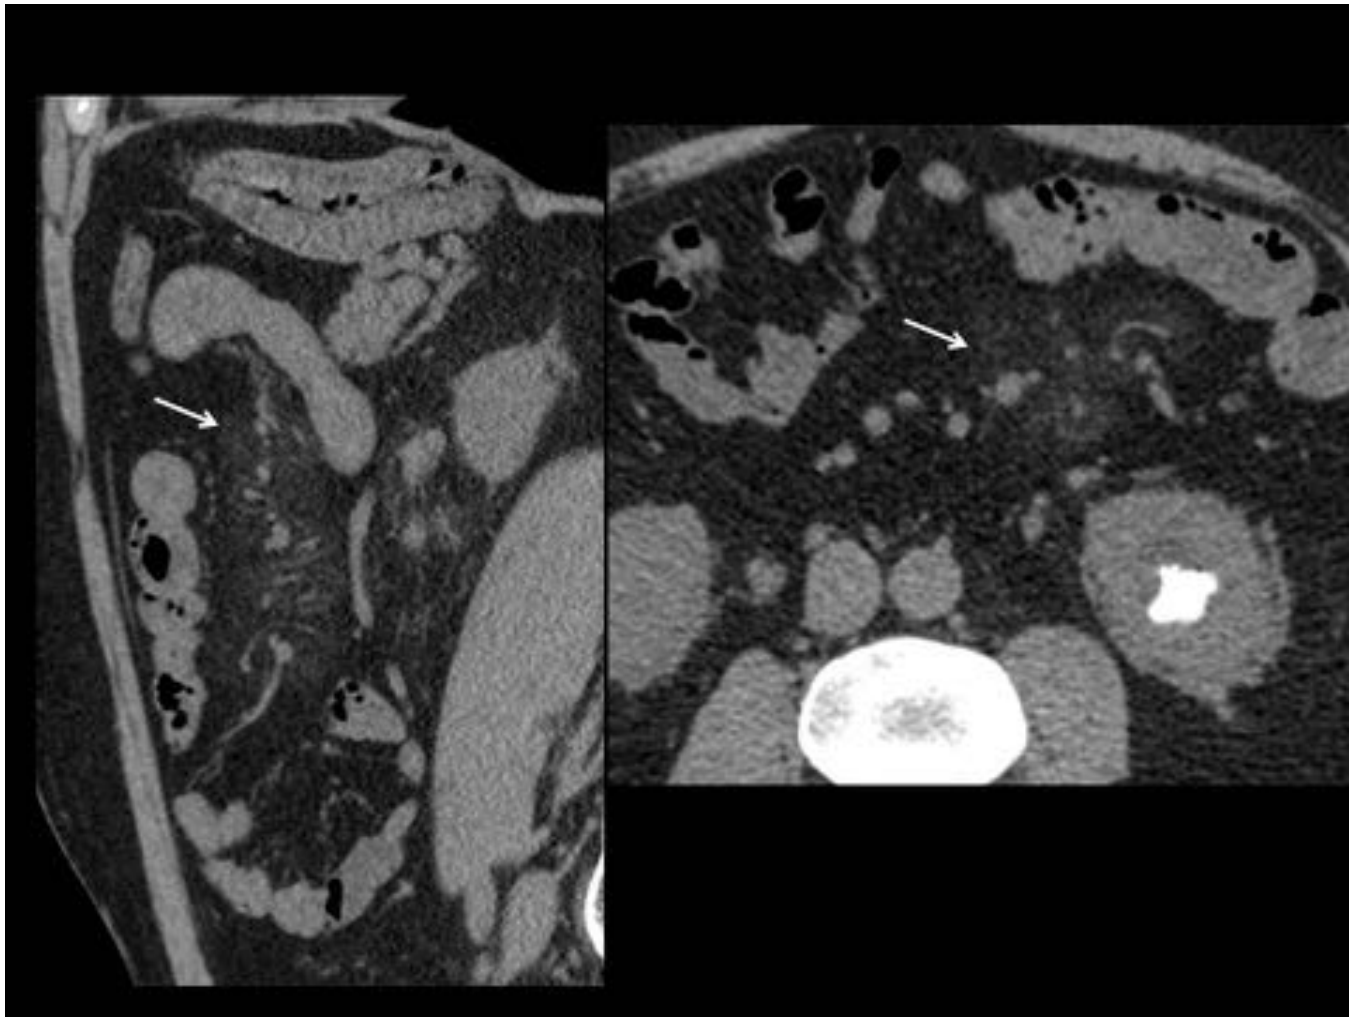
TC abdominal. Reconstrucciones en los planos sagital y axial. Afectación mesentérica similar a la paniculitis mesentérica (flechas).
